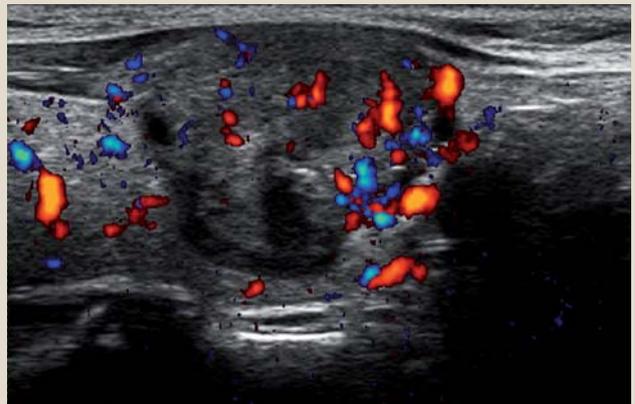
Échographie thyroïdienne. Nodule bénin.
